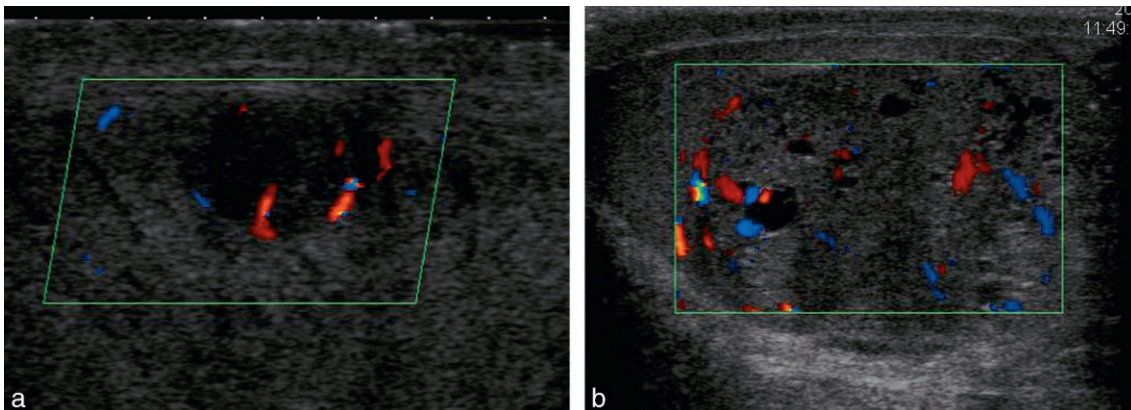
Tumeur testiculaire : aspect vascularisé en échographie-Doppler d'une tumeur maligne.
